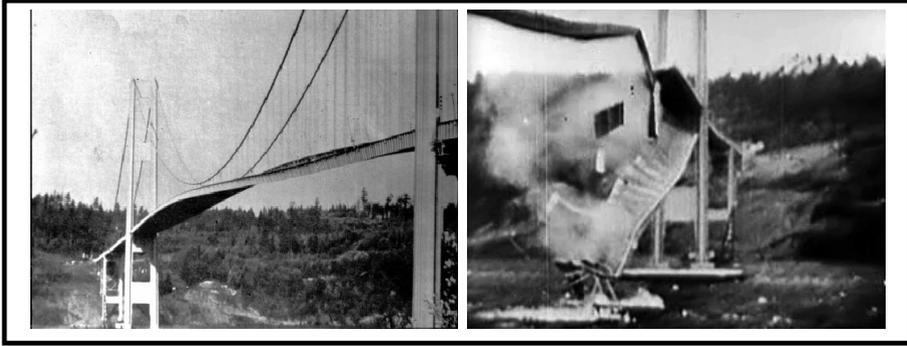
Hundimiento del puente de Tacoma por el efecto de la resonancia, (Washington, Julio de 1940).
